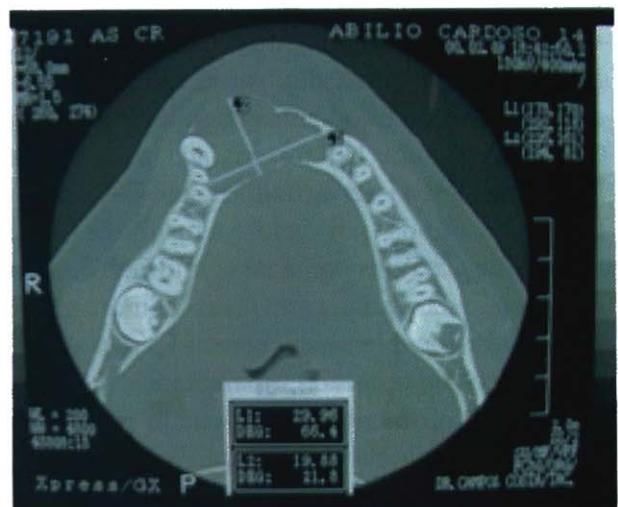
Tomografia computadorizada. Observação de adelgaçamento das corticais mandibulares.
